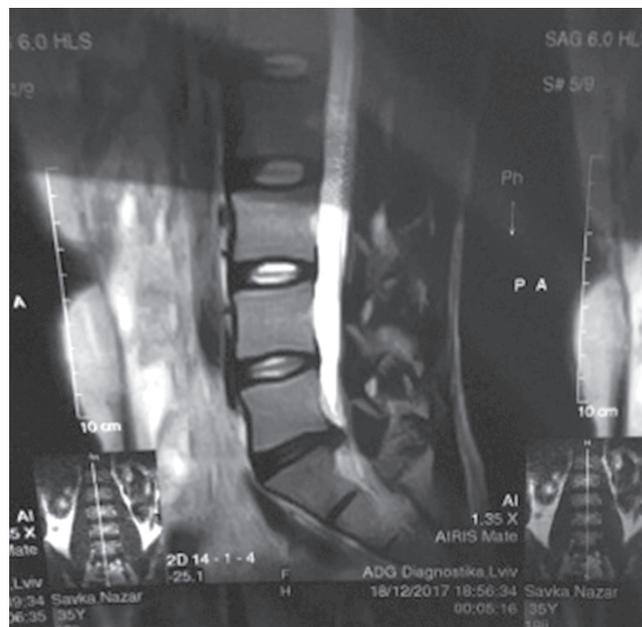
Магнітно-резонансна томограма до клінічного випадку №2. Опис у тексті
